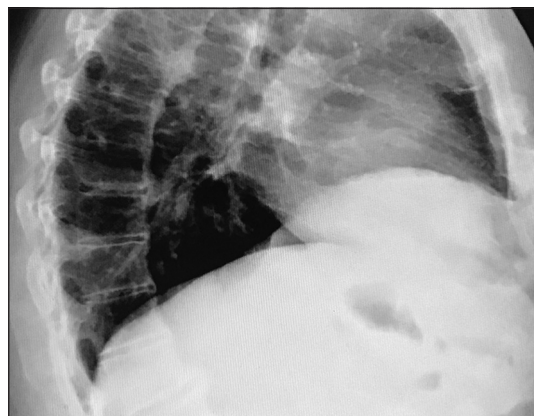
Radiografía lateral de tórax que evidencia la ausencia de derrame pleural.
